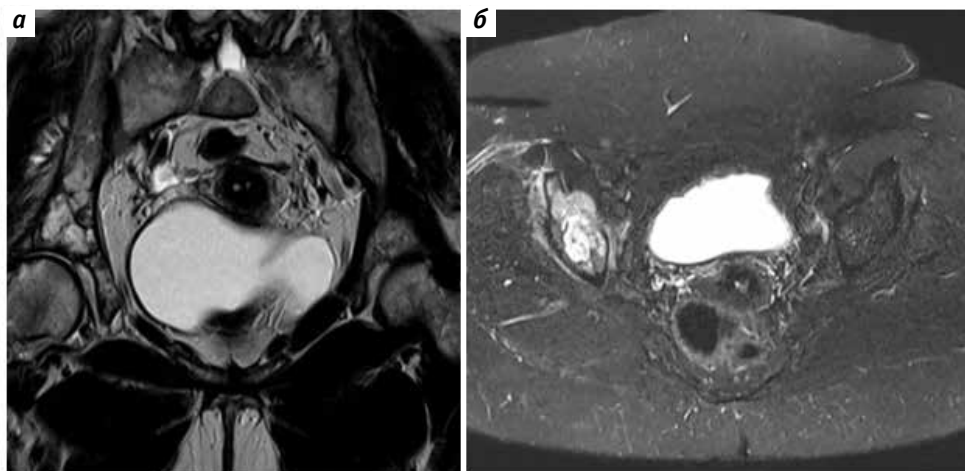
Магнитно-резонансная томография области таза: а – коронарная проекция в режиме T2; б – аксиальная проекция с жироподавлением после введения контраста
